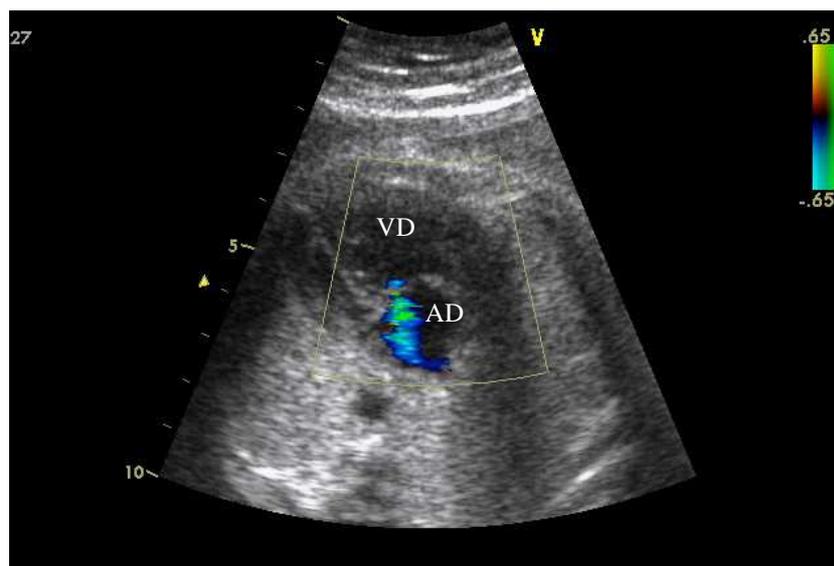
Ecocardiografia fetale, proiezione quattro camere: marcata prevalenza ventricolare destra e insufficienza tricuspidalica al Doppler con iniziale dilatazione dell'atrio destro (AD = atrio destro; VD = ventricolo destro).
